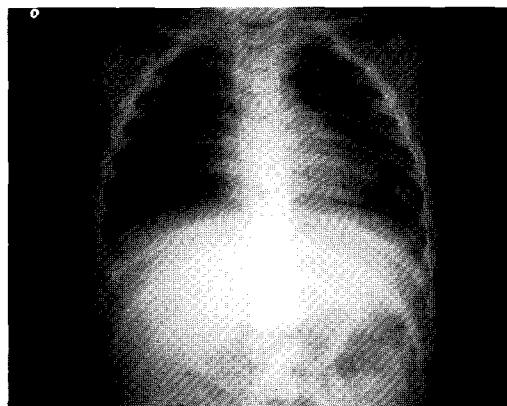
Preoperative Chest X-ray shows hypertrophy of the right ventricle.
